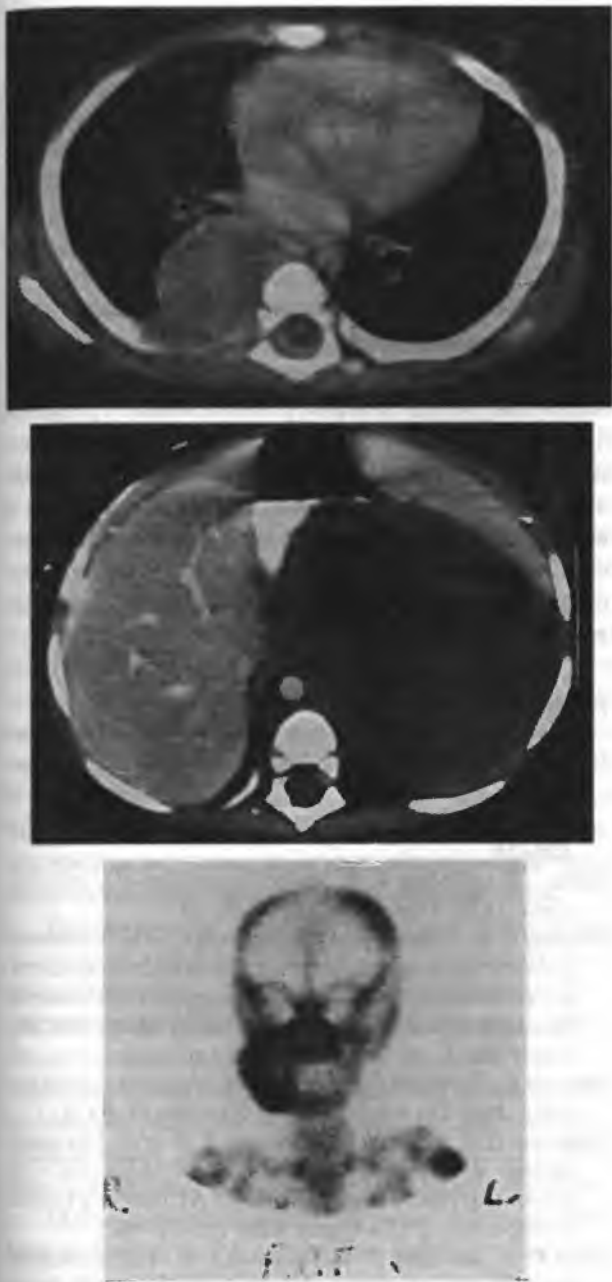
Вверху — КТ (горизонтальный срез) туловища ребенка с нейробластомой на уровне грудной клетки. Посредине — срез туловища того же больного на уровне надпочечников: обширное поражение лимфатических узлов. Внизу — скинтиграмма с технецием при нейробластоме: диффузное поражение скелета
